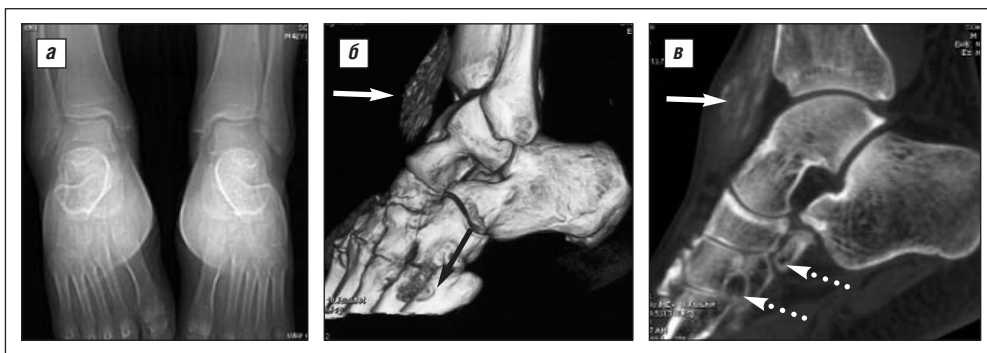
а – рентгенограмма голеностопных суставов в прямой проекции. Сужены щели голеностопных суставов. Суставные поверхности ровные; б, в – КТ левого голеностопного сустава. В передних отделах голеностопного сустава в мягких тканях определяется объемное частично кальцифицированное образование овальной формы, с нечеткими границами (сплошные стрелки). Мягкие ткани вокруг образования утолщены и уплотнены. В костях предплюсны определяются крупные кисты со склеротическим ободком (пунктирные стрелки) – внутрикостные тофусы
